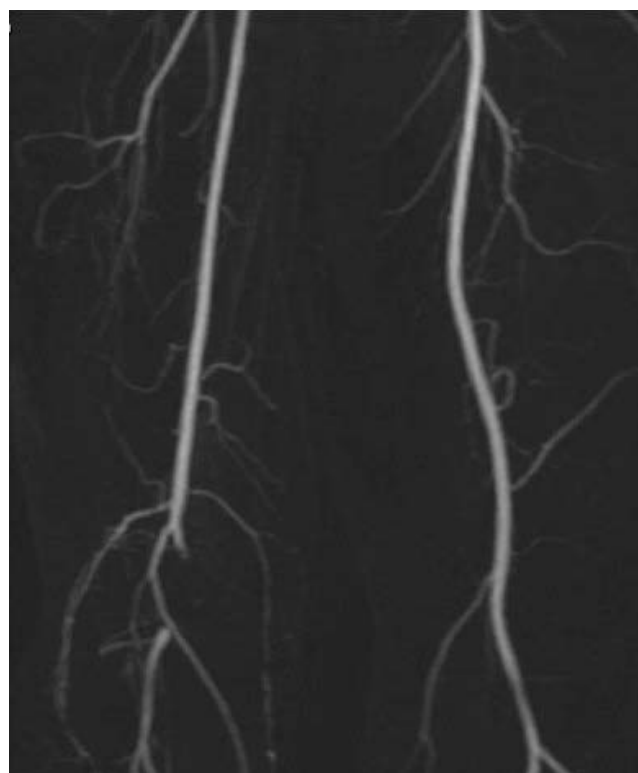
Resonancia magnética que muestra atrapamiento poplíteo derecho.
